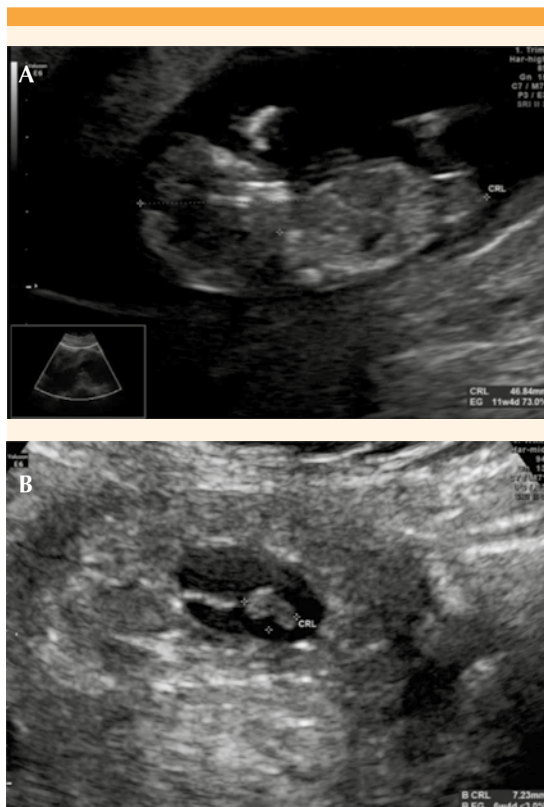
A: Ecografía pélvica transvaginal, en corte longitudinal con embarazo intrauterino. B: Ecografía pélvica transvaginal en corte longitudinal, con embarazo ectópico en la región cornual derecha.
